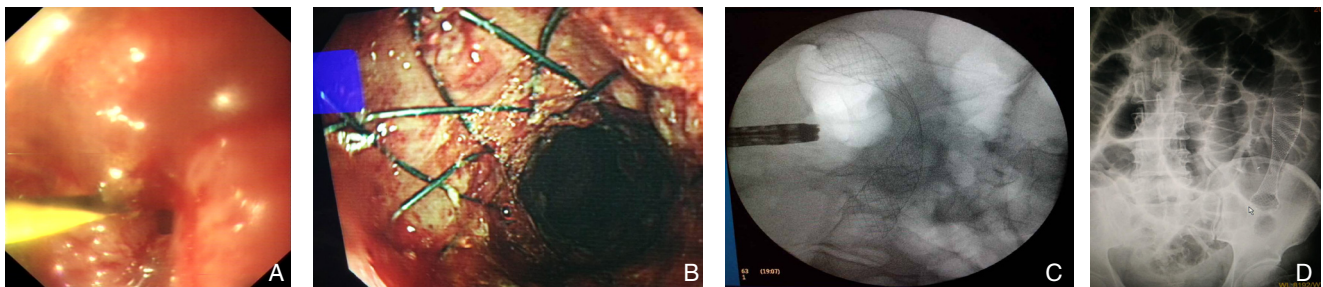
经结肠镜配合X线下支架置入 A: 导丝通过狭窄段; B: 内镜下可见支架展开; C: X线下支架完全展开; D: 腹部立位平片观察支架展开情况
